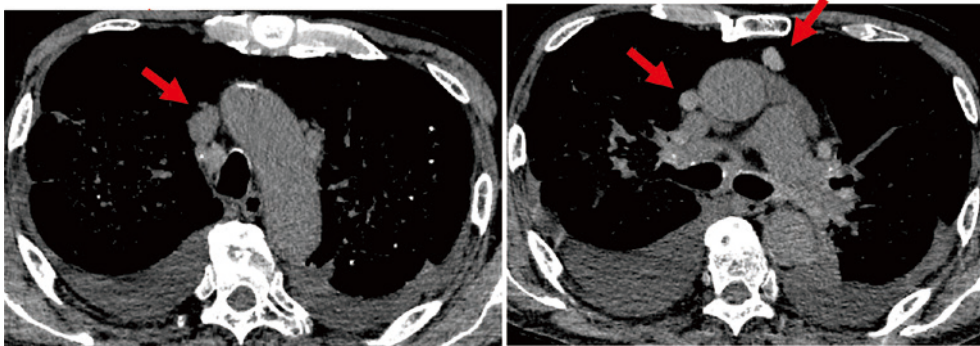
(b). 入院時（診断から約 2 年）. 胸部単純 CT（縦隔条件）：縦隔リンパ節は珪肺診断時から著変はない。
